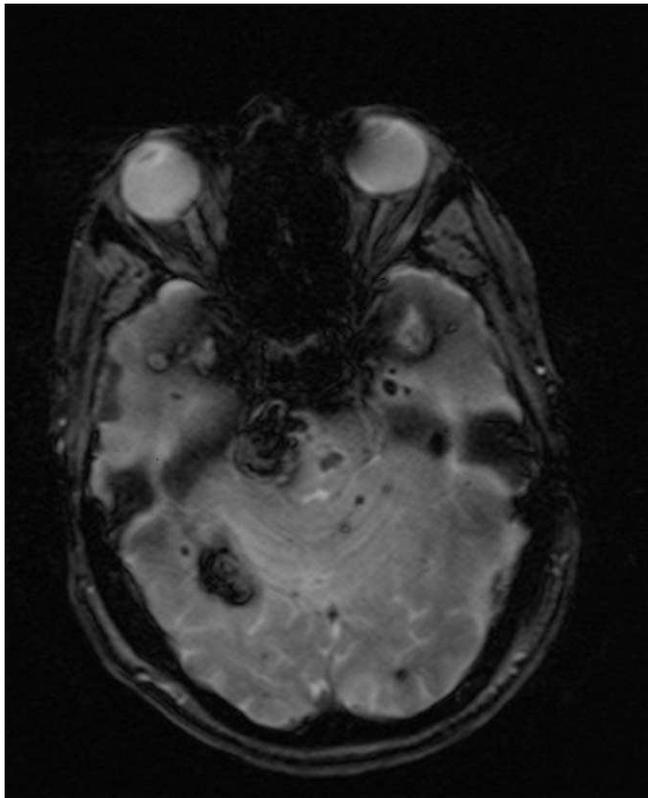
RM cerebral (secuencia ecogradiante) de uno de los familiares afectados mostrando múltiples cavernomas típicos.
